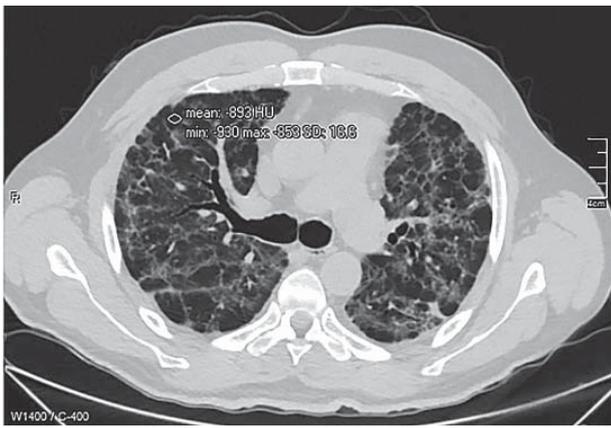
КТ ОГК хворого А. після гострого періоду коронавірусної пневмонії. Аксіальний зріз
